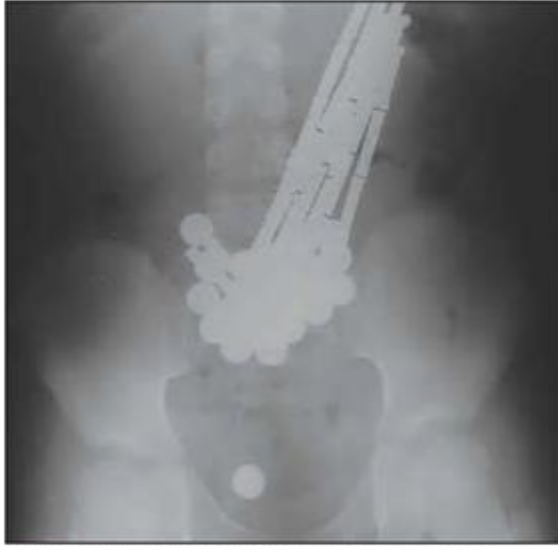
A plain abdominal radiograph shows several bar-shaped and sphere-shaped magnets attached to each other. Together they mimic the shape of the stomach. One solitary magnet is seen far away in the intestine.
